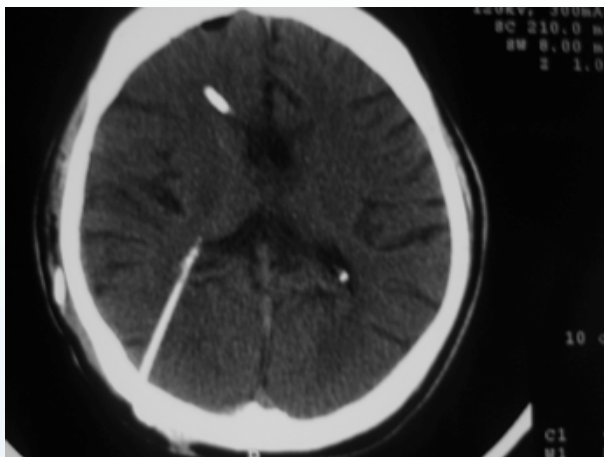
Tomografía luego de colocación de segundo catéter.
